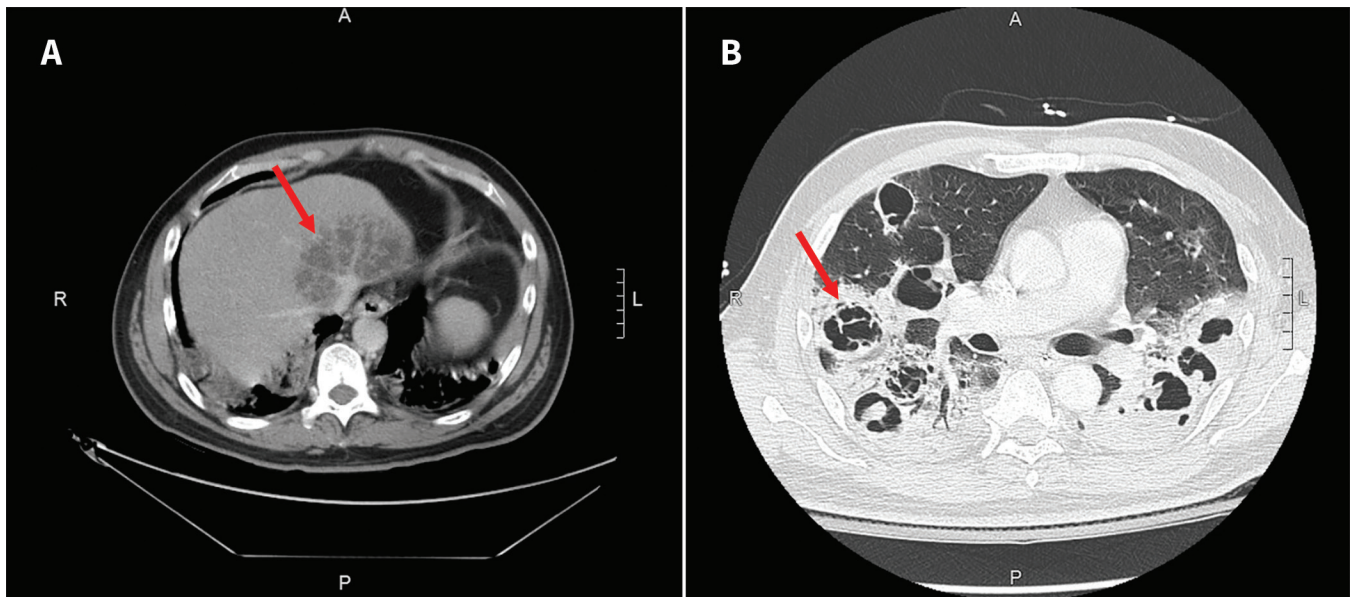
Tomodensitométrie (TDM) de l'abdomen et du thorax d'un homme de 51 ans ayant consulté à l'hôpital pour des troubles visuels. Il s'est révélé être atteint d'une infection à *Klebsiella pneumoniae* hypervirulente disséminée. (A) Abcès hépatique pyogénique multiloculé (flèche) mesurant 9,1 × 5,2 cm, adjacent à la confluence de la veine cave inférieure; (B) multiples légions cavitaires volumineuses (la flèche en indique 1 exemple) représentant des abcès pulmonaires multifocaux.
